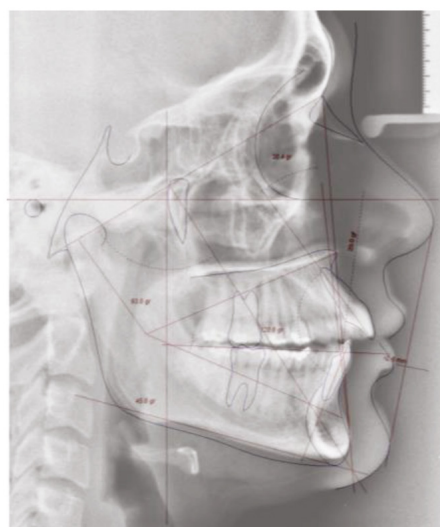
Telerradiografia lateral e traçado cefalométrico de Ricketts iniciais.
